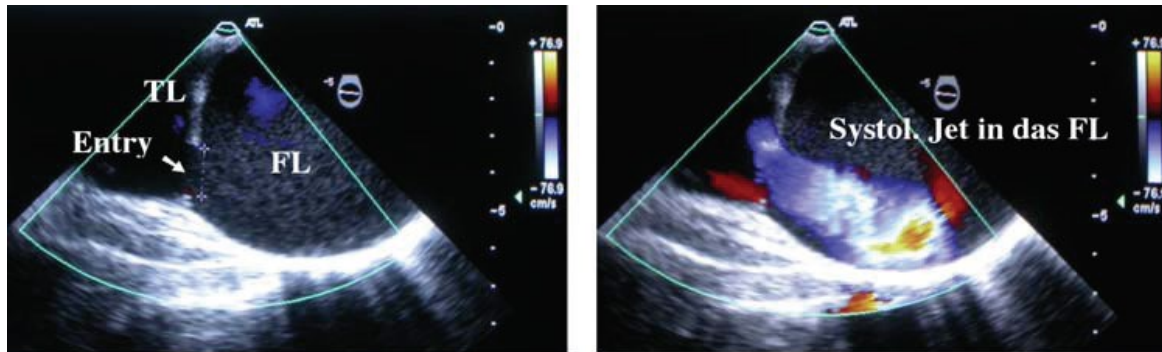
Transösophageale Farbdoppler-Echokardiographie (51)
